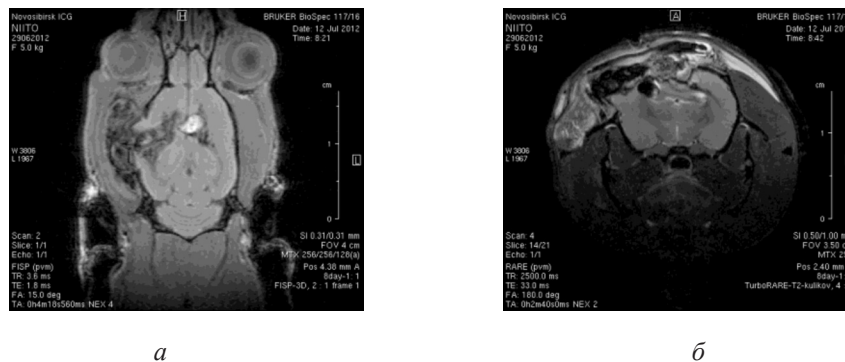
МРТ головного мозга на 8-е сутки после хирургического вмешательства. Изображения, полученные в режимах FISP и RARE
